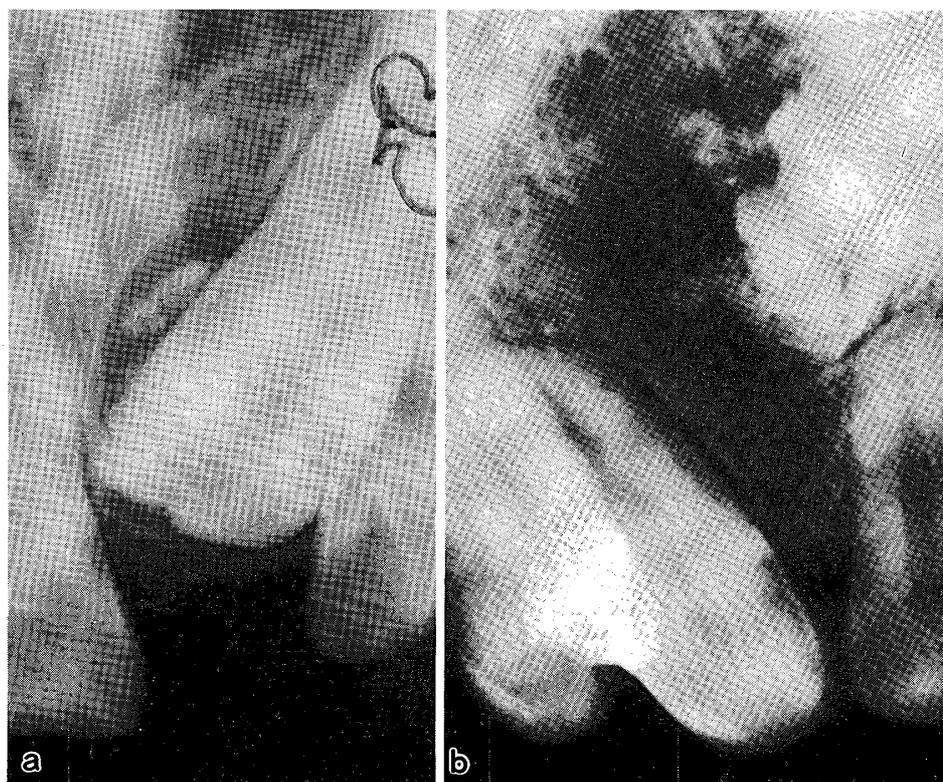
石灰化歯原性嚢胞の2例 (a：境界明瞭なX線透過像の中に塊状の石灰化物が認められる。b：WHOの分類による症例であるが，塊状の石灰化物は壁面に附着している様に見える。)
